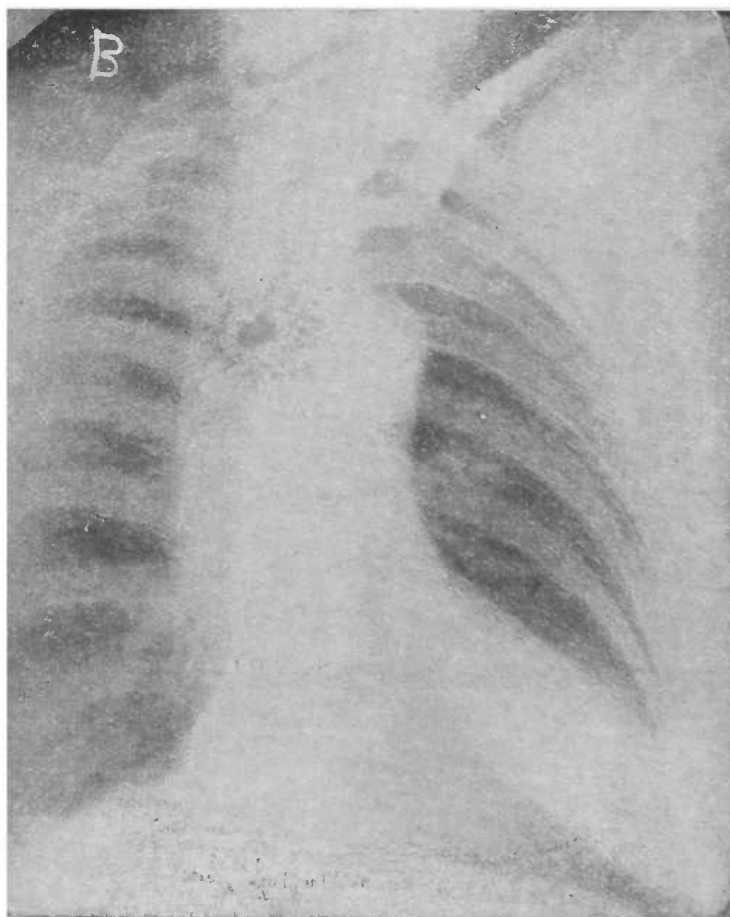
Caso n.º 2 — Radiografia do coração de frente
